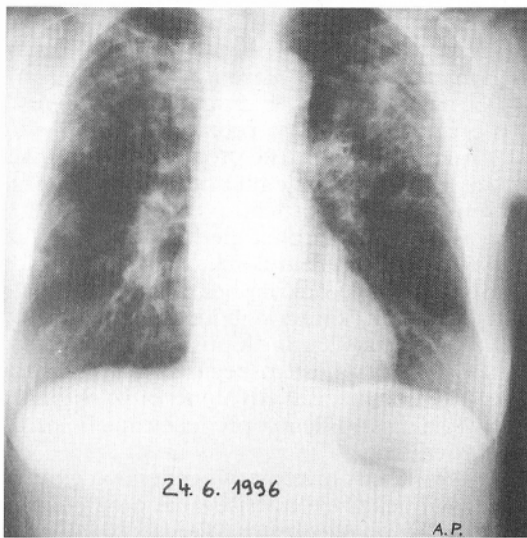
Chest X-ray of patient Ž. F. after the first treatments with cyclophosphamide performed on 8. 6. 1998.
